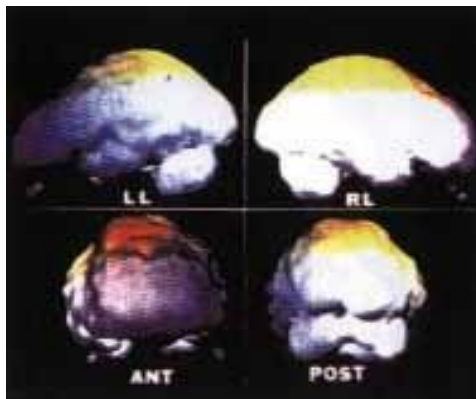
EPILEPSIA – (A) Fase Ictal – SPECT Cerebral em um paciente epiléptico durante a crise convulsiva mostrando hiperperfusão em todo o lobo temporal esquerdo. (B) Fase Interictal – Injeção do traçador 3 minutos após crise epiléptica mostrando hipoperfusão em córtex temporal lateral e occipital, com perfusão preservada em hipocampo.
